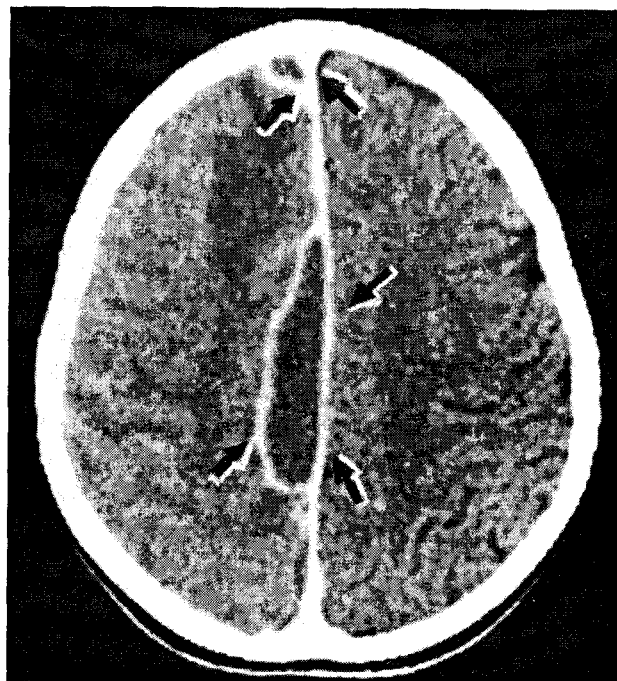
CT-scan: empieme interemisferice multiple.
